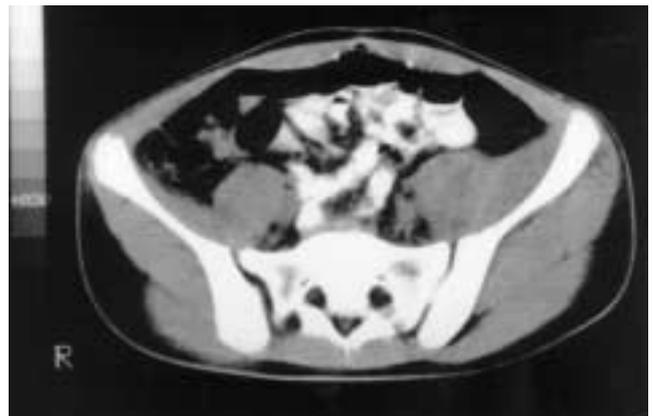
TAC abdominal caso 1: aumento de tamaño del músculo psoas izquierdo compatible con absceso de psoas
